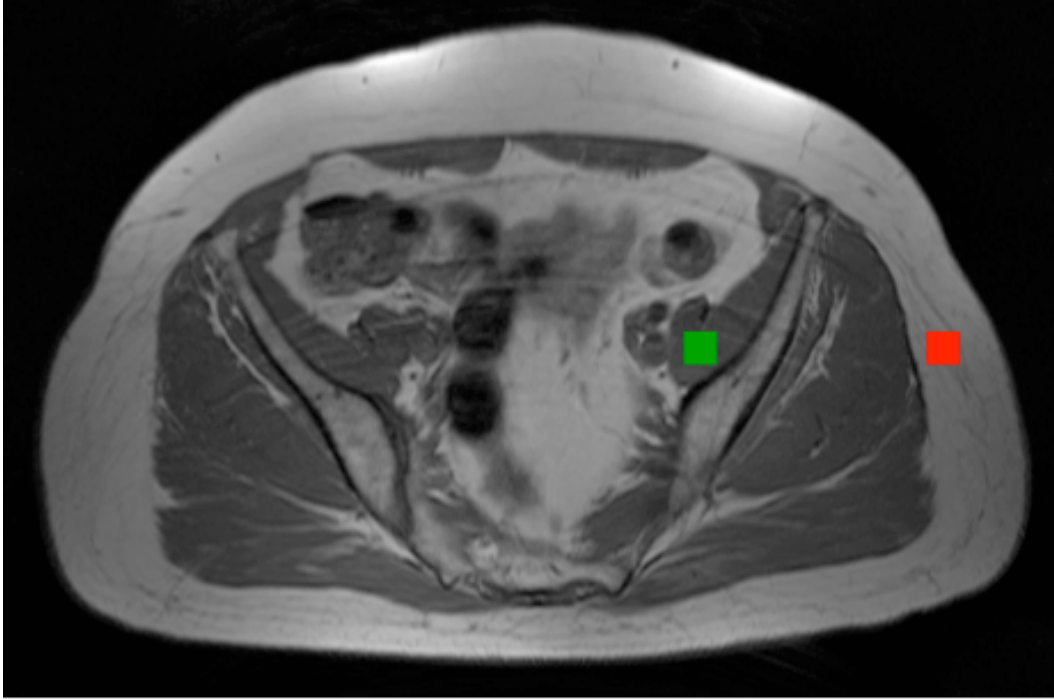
Auffinden der Untersuchungsregion für die Graustufenmittelwertbestimmung von Fett- und Muskelgewebe. Axiale, T1-gewichtete MRT-Aufnahme. Platzierung einer 1 cm² großen ROI in den ipsilateralen M. iliacus (grün) sowie in das subkutane Fettgewebe (rot). Innerhalb der ROIs wurden zur Bestimmung der Graustufenspannen von Fett- und Muskelgewebe die Graustufenmittelwerte sowie deren Standardabweichungen im Programm Photoshop (Adobe Systems) erfasst.
